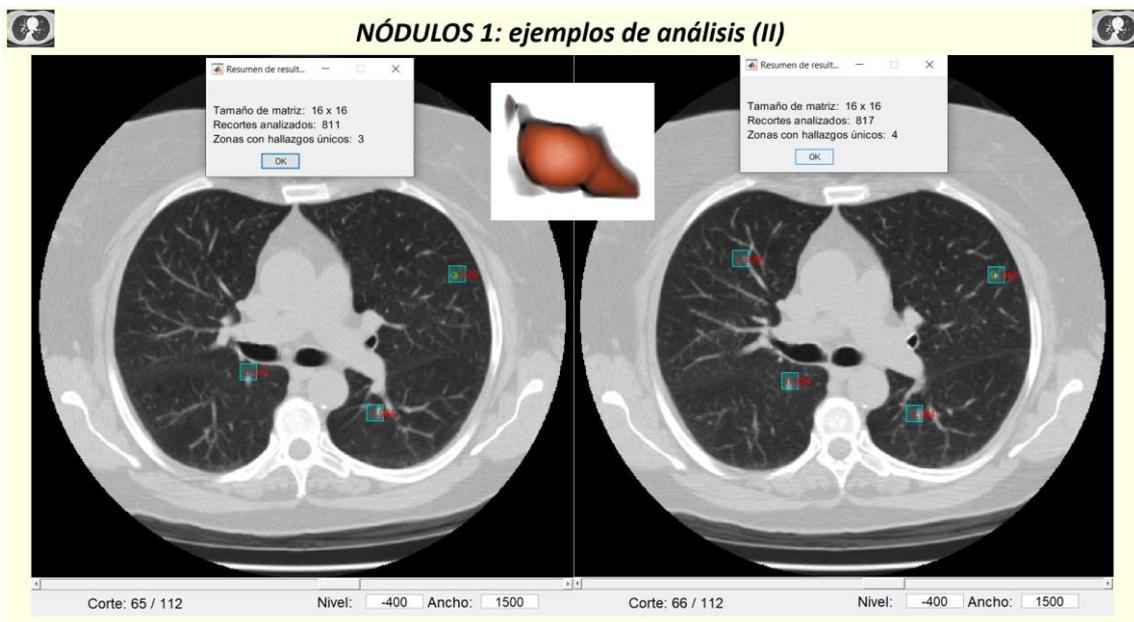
Casos TC de tórax. Caso 16: ejemplos de análisis del nódulo 1 (II)
